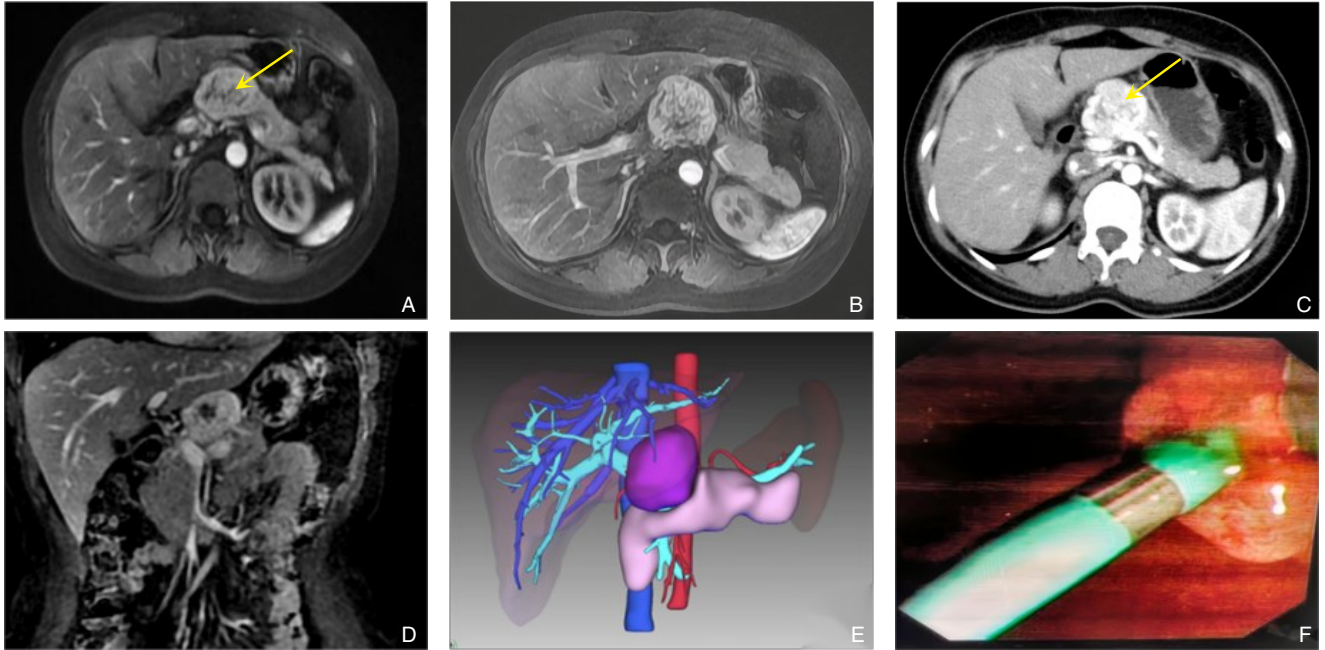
术前相关图片 A：腹部增强 CT 示胰腺颈部一高密度肿物；B-D：上腹部增强核磁提示胰腺颈部富血供占位；E：三维重建后肿物与胰腺的解剖位置；F：胰管支撑管
